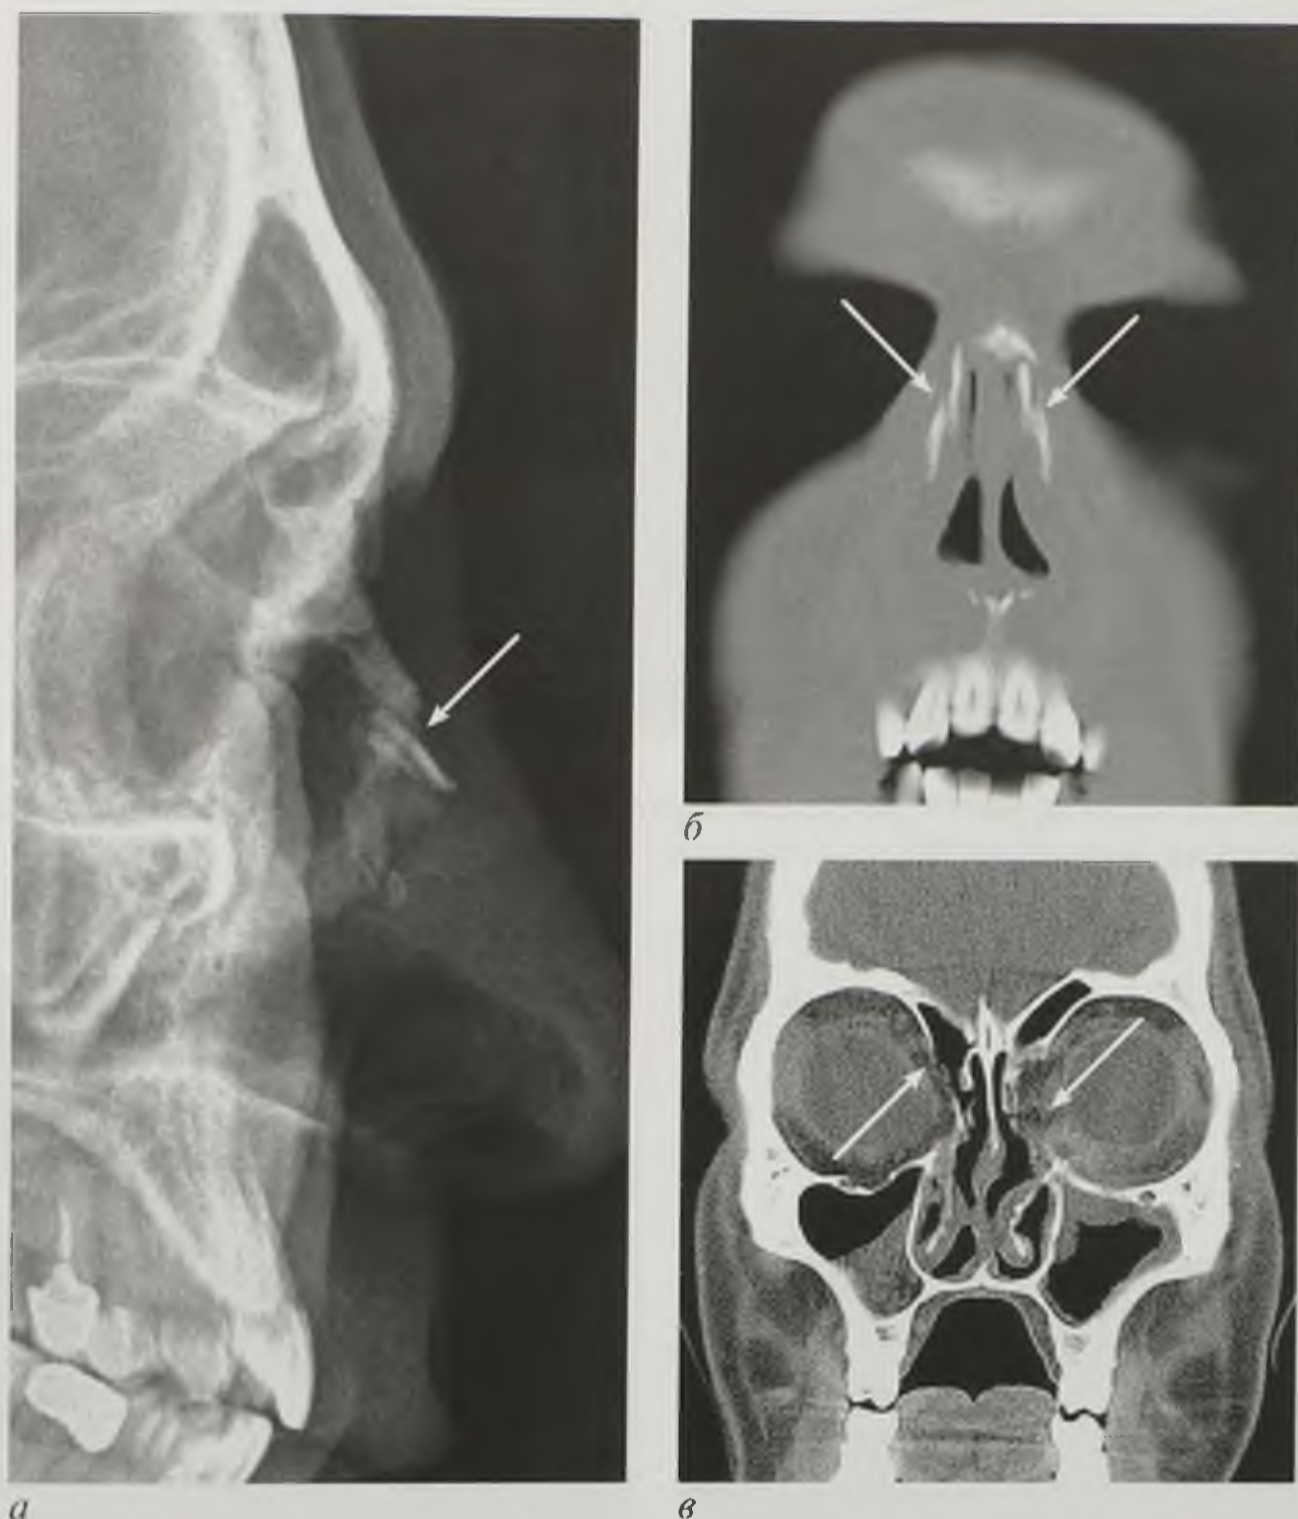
Множественные оскольчатые переломы спинки носа, носовой и решетчатой костей (стрелки): *а* — рентгенограмма черепа; *б* — компьютерная томограмма во фронтальной плоскости; *в* — мультипланарная реконструкция
